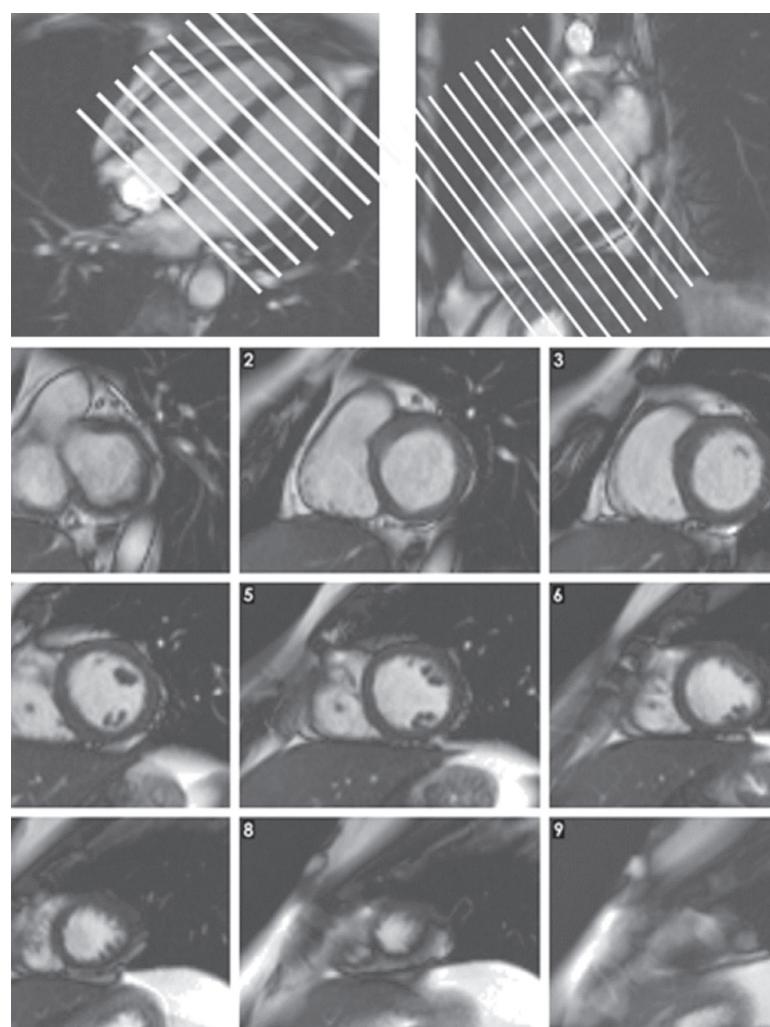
上段:短軸像は、四腔長軸像(左)と二腔長軸像(右)で僧帽弁に平行となるように計画する。下段:心基部(左上)から心尖(右下)までの9つのシネMRI短軸像の断面。
